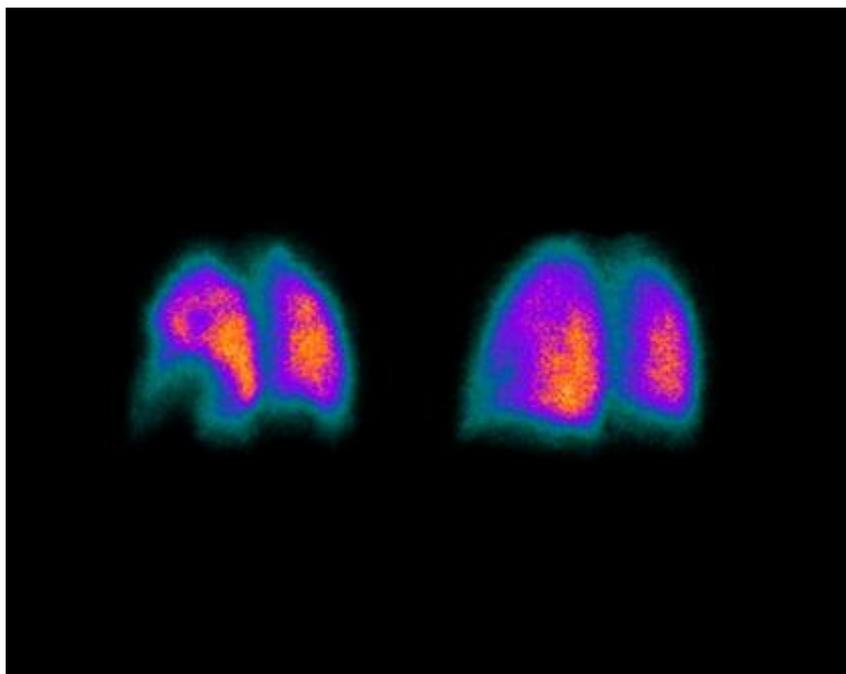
Сцинтиграфия легких при ТЭЛА
